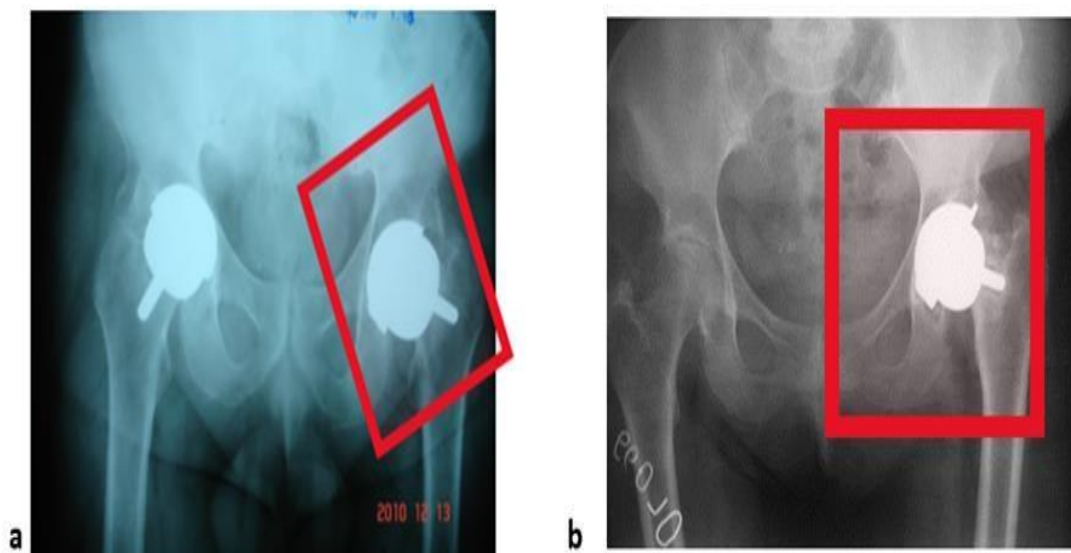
Radiografiile ale eșecului componentei acetabulare: Încărcare pe margine la diferite grade de încărcare<sup>14</sup>*
